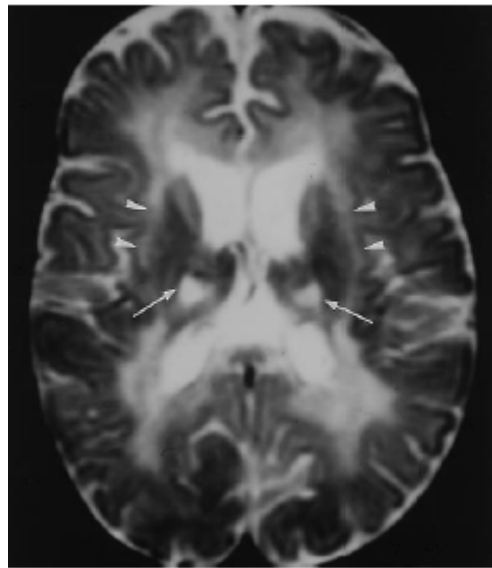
maladie de Krabbe chez un garçon de 2 ans l'IRM montre des images symétriques d'hyper signaux en T2 au niveau de la SB profonde. Les capsules internes et externes sont aussi atteintes (les pointes de flèches), avec la présence de façon bilatérale des anomalies de signal au niveau des thalamus (les flèches).
